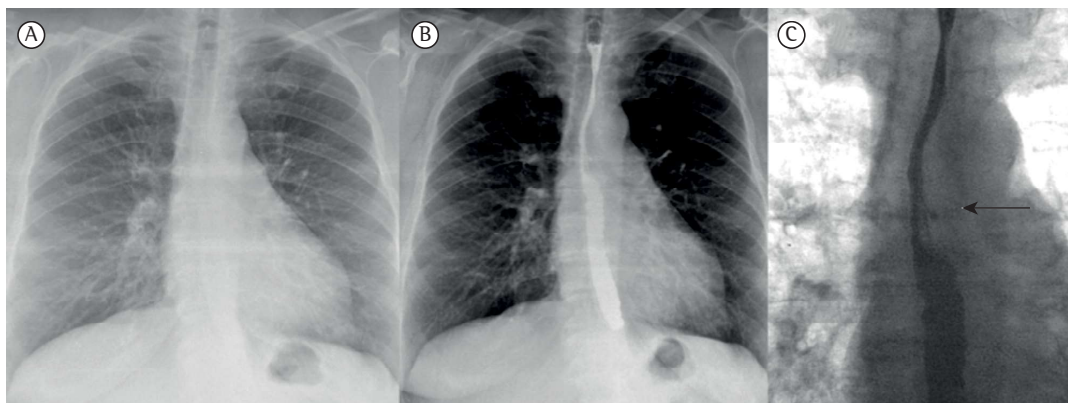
Radiografia de tórax de um homem de 65 anos de idade com história de 4 meses de tosse crônica. Em A, radiografia de tórax em incidência posteroanterior sem alterações mediastinais. Em B e C, radiografias de tórax em incidência posteroanterior realizadas após a ingestão de bário, mostrando uma área irregular de estreitamento (setas pretas), posteriormente diagnosticada como câncer de esôfago.
